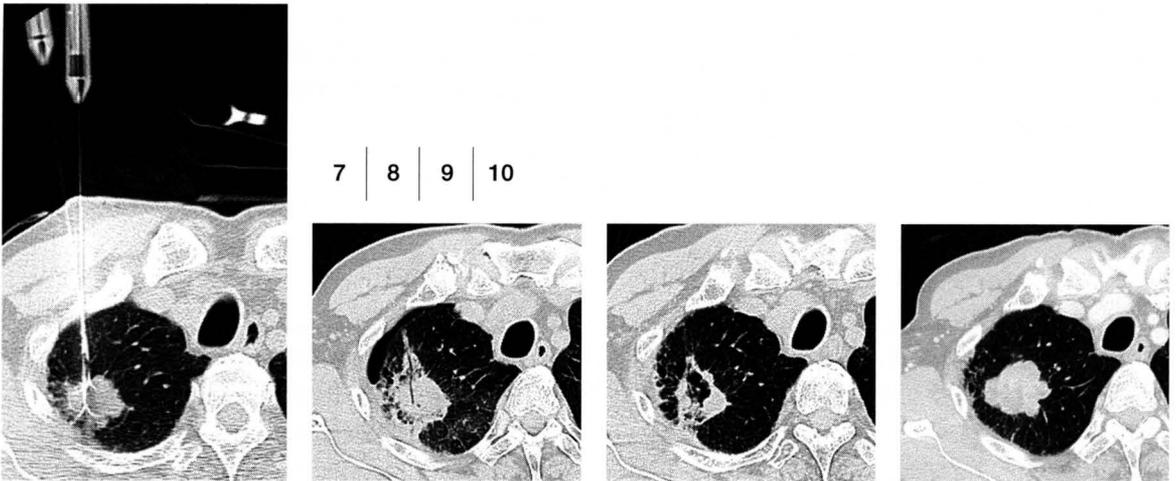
左上葉の腫瘍に肺RFAを行った(矢印)。Fig 2.直後のCTでは腫瘍周囲にすりガラス～不均等陰影を認める。Fig 3.肺RFA 1 週後。Fig 4. 約3ヶ月後。Fig 5.約半年後のCT。術前のCTと比較するとサイズが増大しているように見えるが、再発でないことに注意。経時的に縮小している。Fig 6. 1年後のCT。RFAされた部分はさらに縮小傾向にある。4年後(未提示)のCTでも再増大なく、癒痕化していると考えられる。
